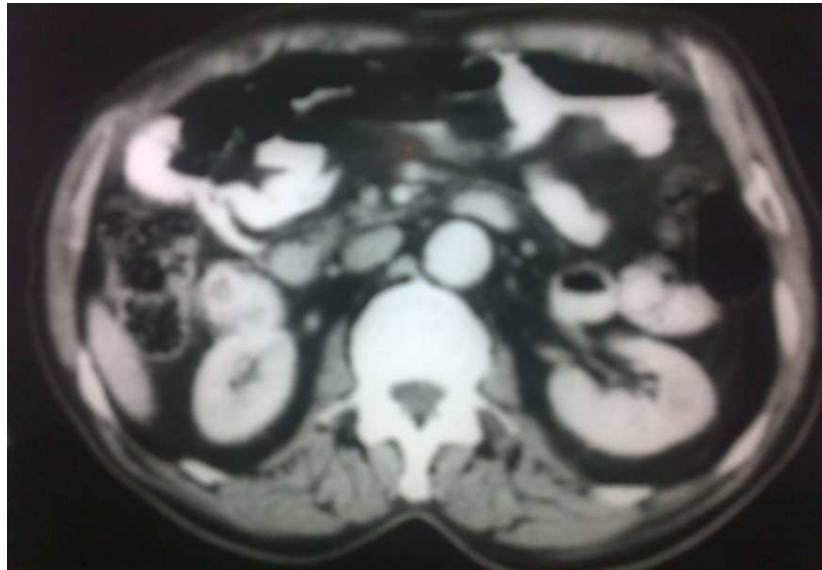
TDM abdominale montrant une masse tissulaire rénale droite à développement extra-rénal (tumeur exophytique) de siège polaire moyen de 5,5*4,2*3,6cm sans signes d'envahissement.
